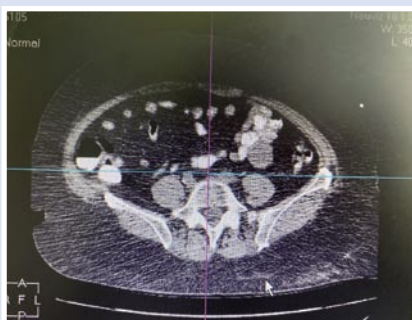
КТ-картина опухоли тощей кишки.
